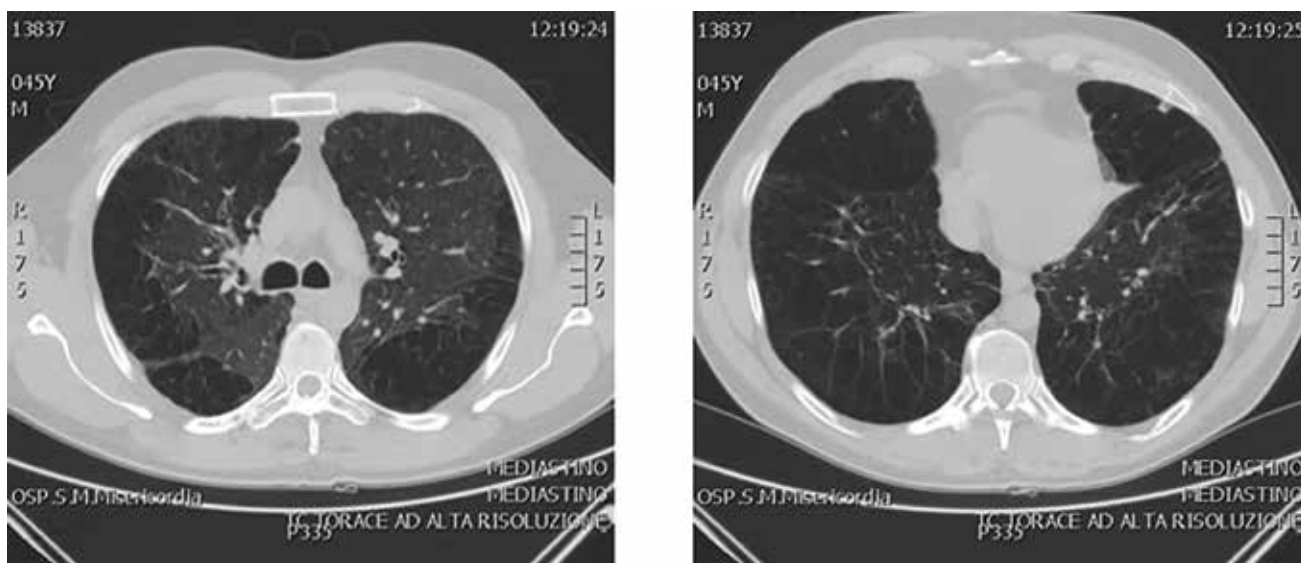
TC torace ad alta risoluzione: enfisema polmonare prevalentemente centrolobulare e parasettale con aree destruenti bollose più evidenti a livello dei lobi inferiori
